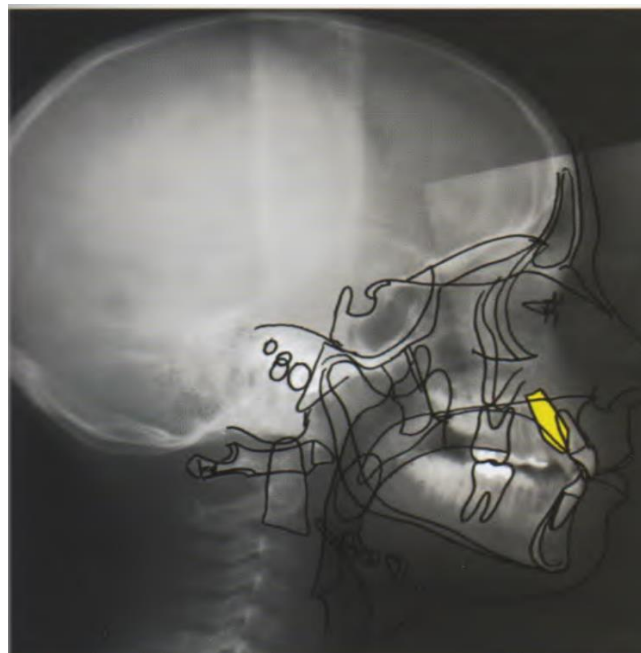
Téléradiographie de profil chez un enfant montrant la position de la canine maxillaire.
